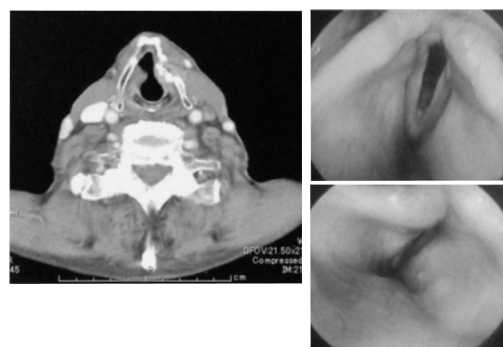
CT scan and laryngeal fiberscopic view after operation. (2009/03/26)
